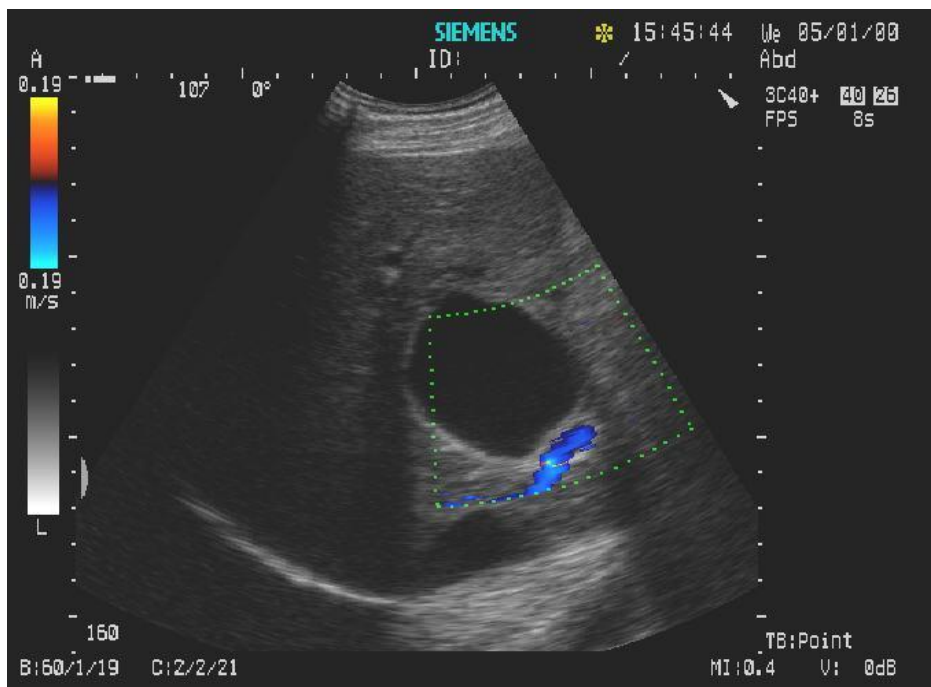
CHH Gharbi I, formațiune cu conținut pur transonic, imagine eco Doppler color ce relevă circulație de tip venos în apropierea peretelui chistului
